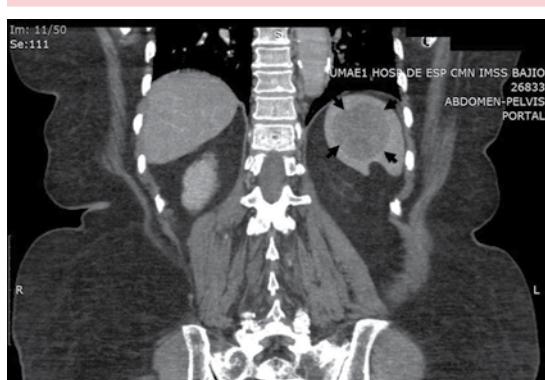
Imagen coronal de tomografía axial computada de abdomen en la que se demuestra una lesión esplénica en el polo superior con refuerzo tras la administración de medio de contraste (flechas).
